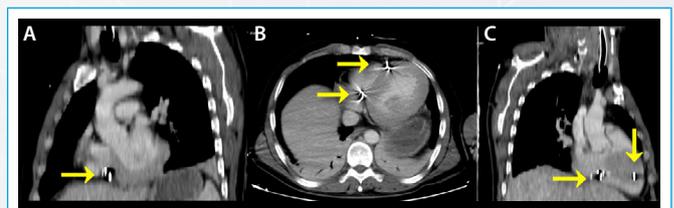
TC de tórax. A: corte coronal; B: corte axial; C: corte sagital. Las flechas amarillas señalan los dos perdigones alojados en cavidades cardíacas derechas
